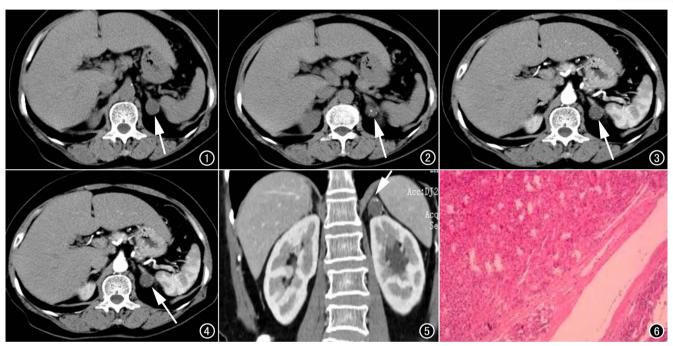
CT 平扫示左侧肾上腺区一圆形低密度影(箭)。 图 2 CT 平扫示边缘点状高密度钙化影,边界清楚 图 3 CT 动脉期增强呈轻度强化(箭)。 图 4 CT 动脉期增强示最大截面,内不均匀轻度强化 图 5 CT 增强门脉期冠状面示病灶位于肾上腺区,呈轻度不均匀强化(箭)。 (箭),周边钙化影。
